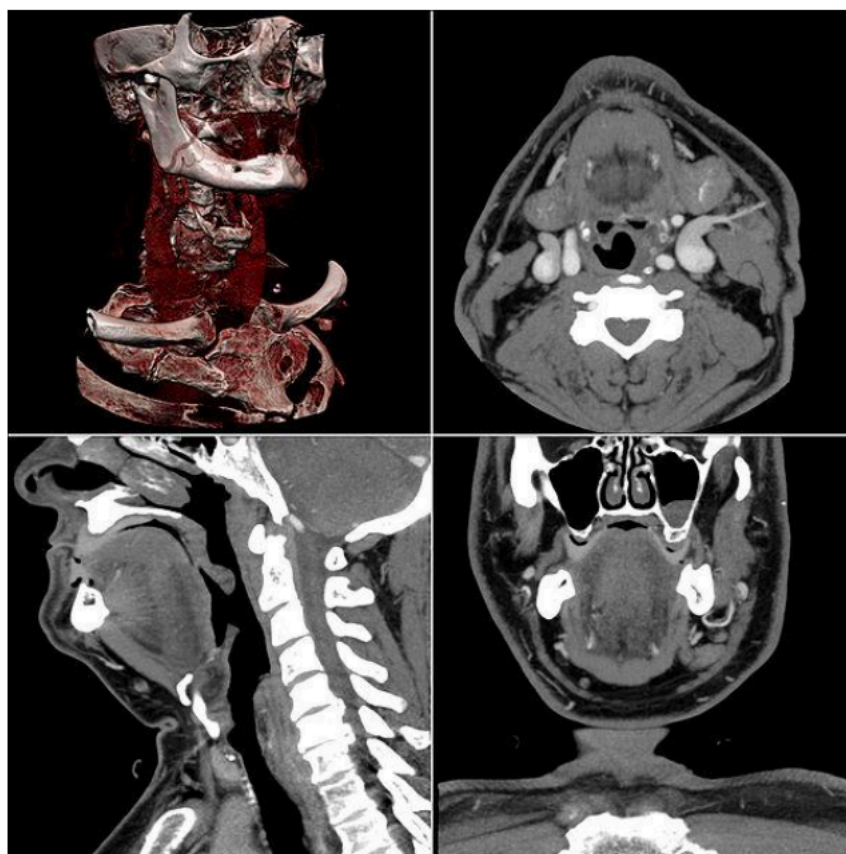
Многослойная («мультиспиральная») компьютерная томография с внутривенным контрастным усилением и трёхмерной реконструкцией изображения (с сайта <http://ru.wikipedia.org/>)
